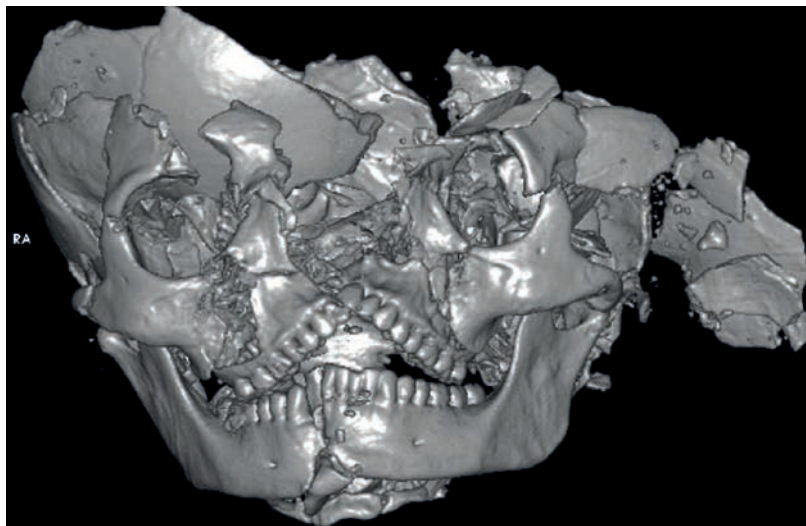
Three-dimensional (3D) reconstruction of a crushed skull based on CT acquisition, slice thickness 0.75 mm. Software: Osirix.
